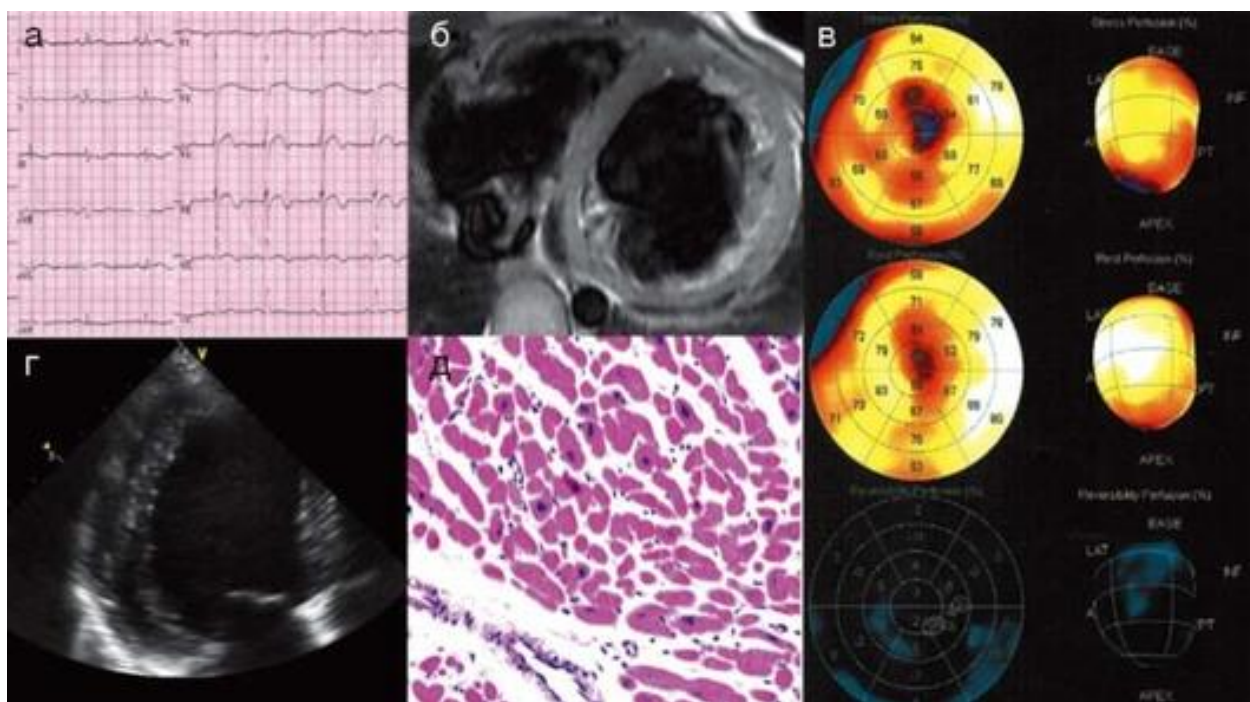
Инфаркт (некроз) миокарда у больной Ш., 30 лет, с некомпактным миокардом и верифицированным миокардитом: а - ЭКГ после двух интенсивных ангинозных приступов; б - признаки некомпактного миокарда левого желудочка, сочетание субэндо- и субэпикардиального отсроченного накопления в миокарде на магнитно-резонансных томограммах; в - диффузно-очаговые дефекты перфузии на томосцинтиграммах миокарда; г - некомпактный слой миокарда на эхокардиограмме; д - биоптат миокарда правого желудочка, большое увеличение, окраска гематоксилин-эозином: лимфогистиоцитарная инфильтрация (более 14 клеток) периваскулярно и в интерстиции
